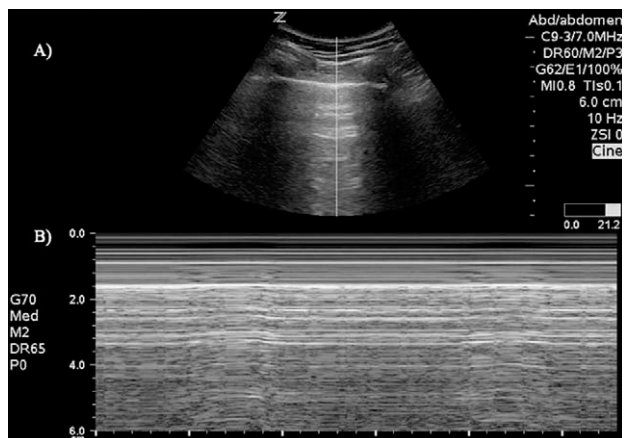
Ultrasound image of the lung.
